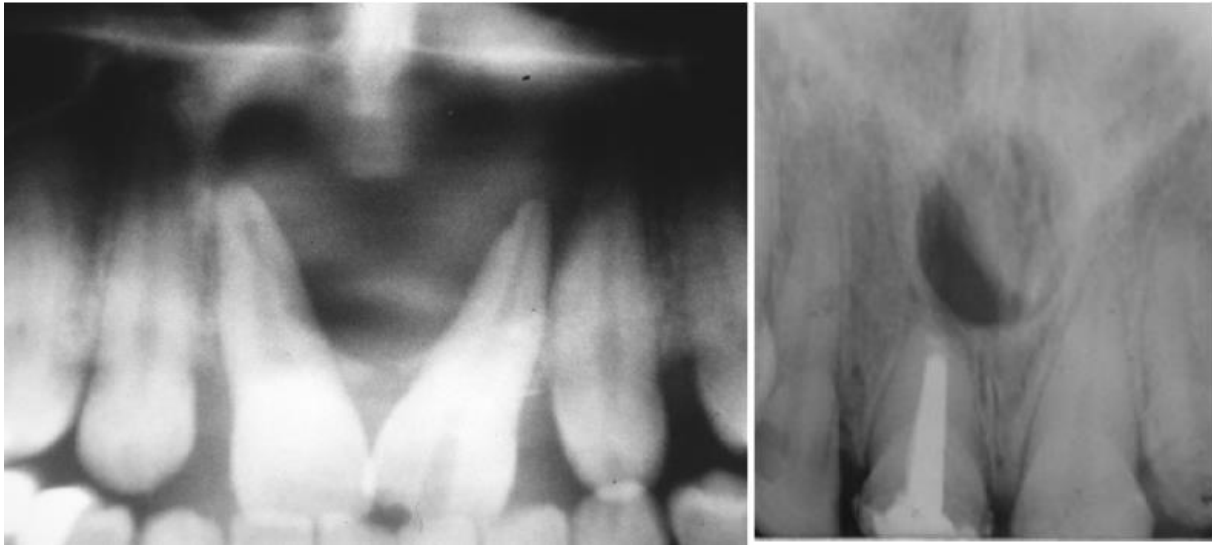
Radiographie montrant les aspects différents des kystes nasopalatin [42]
